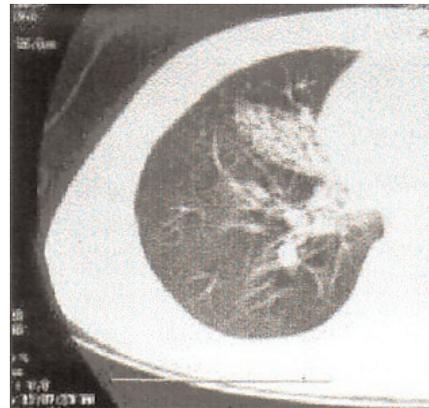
TAC polmonare che mostra estese bronchiectasie nei segmenti medio e laterale del lobo medio.
